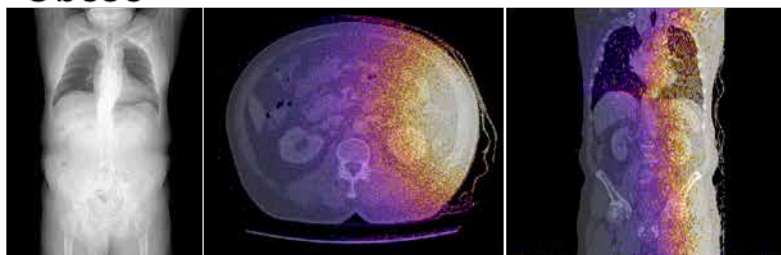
LAT 方向の CT 位置決め撮影における各被写体サイズの線量分布。AP 方向の撮影時と同様、被写体サイズが大きくなるにつれ、体の深部に到達する X 線が減少していることが分かる。
